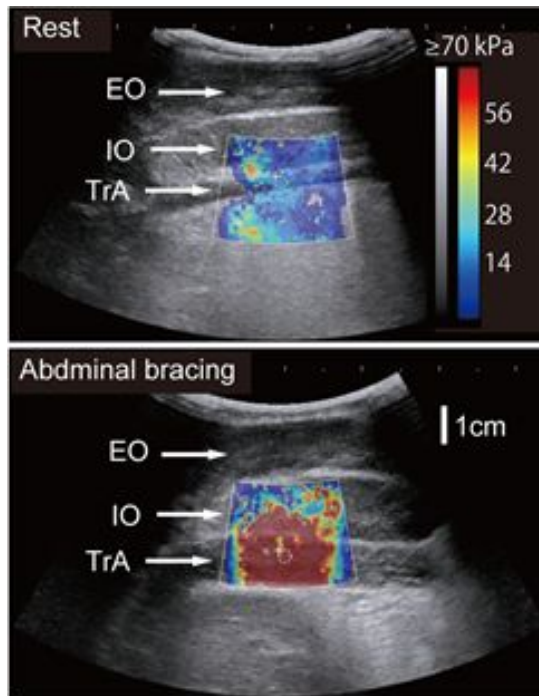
安静時(上図)とプレーシング時(下図)の超音波エラストグラフィ画像の典型例 EO:外腹斜筋、IO:内腹斜筋、TrA:腹横筋を表す。色が青に近いほど筋硬度が低く、赤に近いほど高いことを示す。
